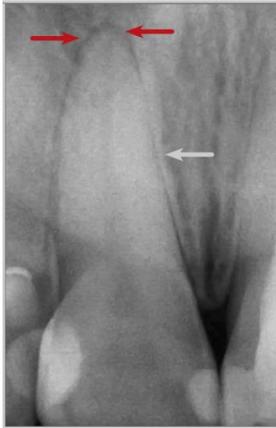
Radiografía panorámica muestra el ensanchamiento generalizado del espacio periodontal debido a un traumatismo de las fuerzas de ortodoncia (Mortazavi et al, 2016).
